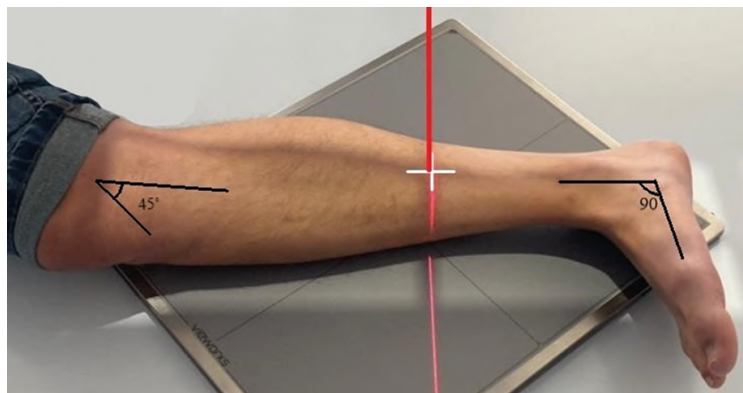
Рентгенография костей голени. Боковая проекция
